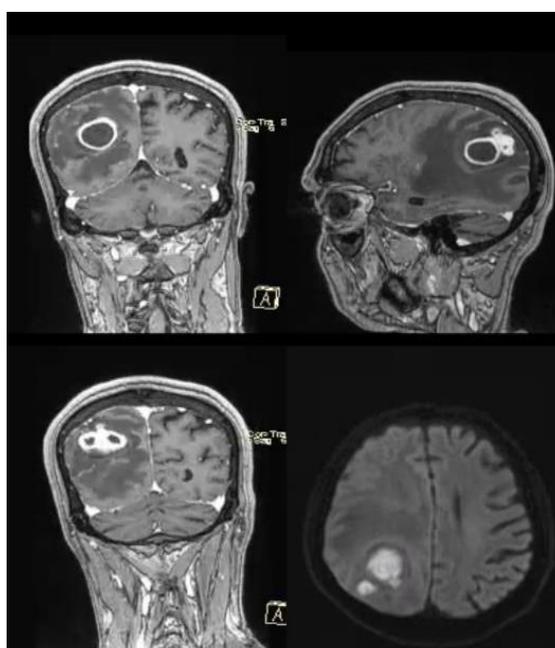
Resonancia de encéfalo con contraste. Múltiples lesiones cavitadas compatibles con abscesos parieto-occipitales derechos en estadio de cápsula tardía, realce en anillo, típicos, con colecciones hijas satélites. Intenso edema perilesional con desvío de la línea media a izquierda.
